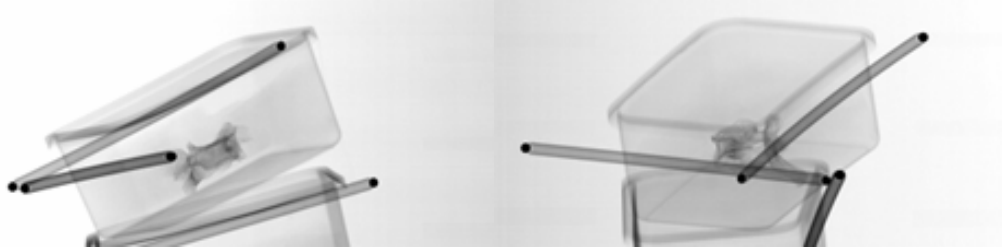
Radiographies EOS® d'une vertèbres C3 associée à un quadripode en position neutre et dans 2 postions indifférentes.
